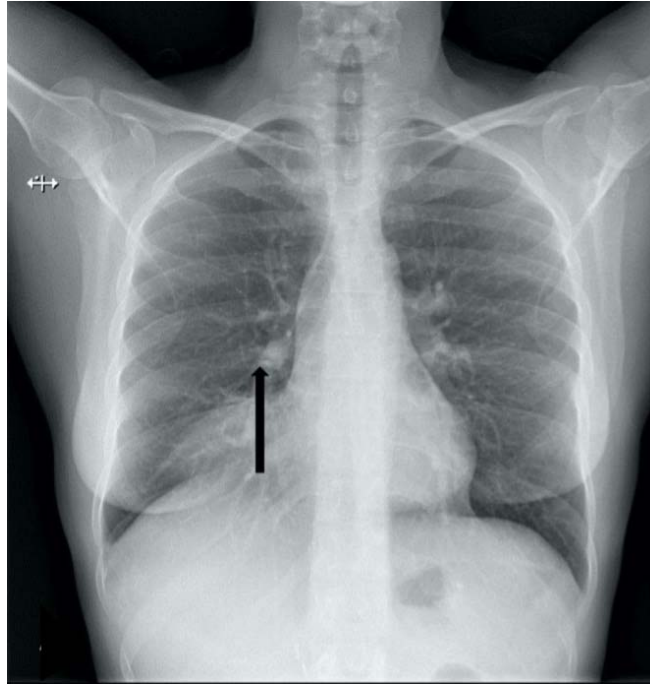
Radiographie thoracique montrant une opacité floue au niveau de la base droite (flèche). (34)
